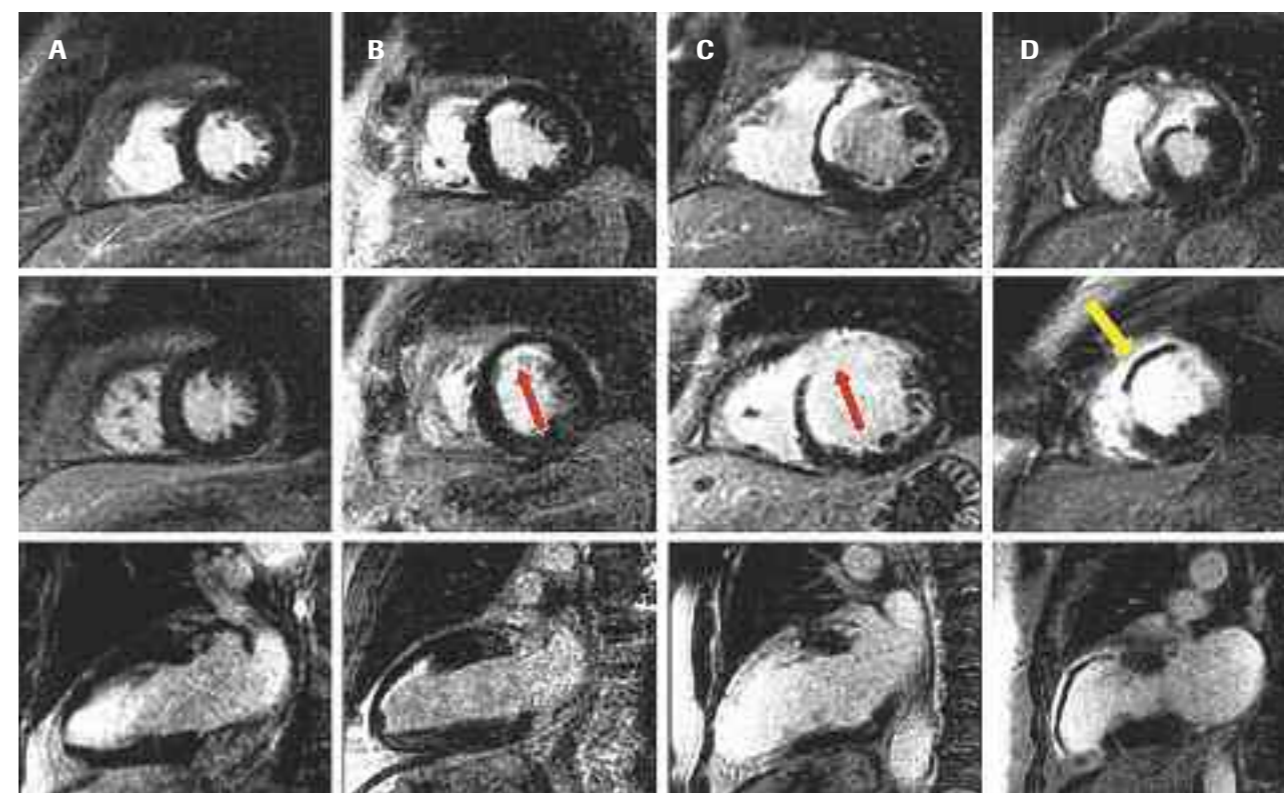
Esempi di sequenze acquisite tardivamente rispetto alla somministrazione di mezzo di contrasto (assi corti basale e medio nelle prime due righe, asse lungo 2 camere nell'ultima riga). Si possono notare i diversi gradi di necrosi (late gadolinium enhancement, freccia rossa), assente in A, subendocardica in B, transmurale in C, transmurale con segni di danno microvascolare (rima nera, freccia gialla, all'interno nella necrosi bianca indicata dal late gadolinium enhancement) in D. Modificata da Tarantini G, Cacciavillani L, Corbetti F, et al. Duration of ischemia is a major determinant of transmural and severe microvascular obstruction after primary angioplasty. A study performed with contrast-enhanced magnetic resonance. *J Am Coll Cardiol* 2005; 46: 1229-35.
